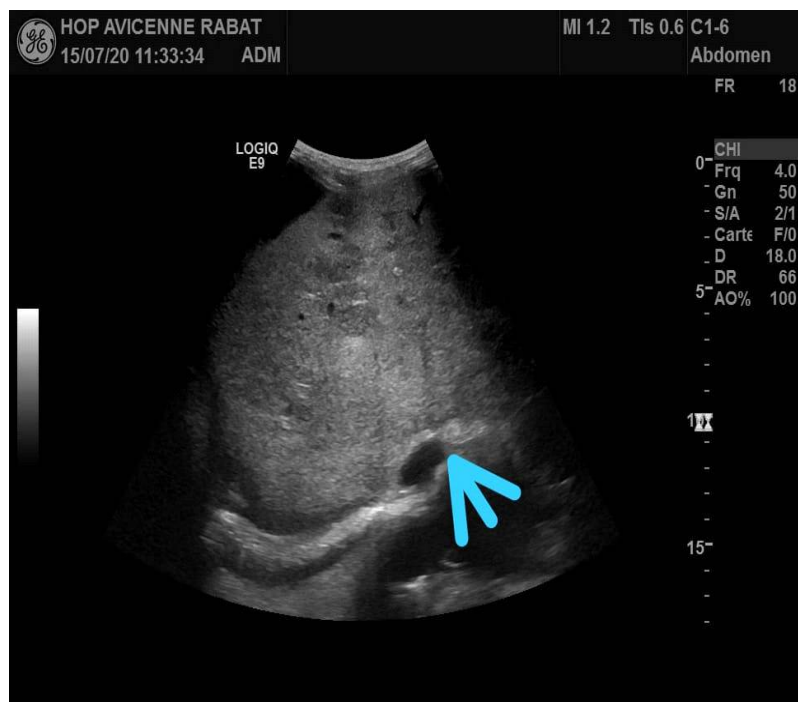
Echographie montrant une VCI rétro hépatique perméable et absence de visualisation des veines hépatiques (thrombose) à l'échographie.
